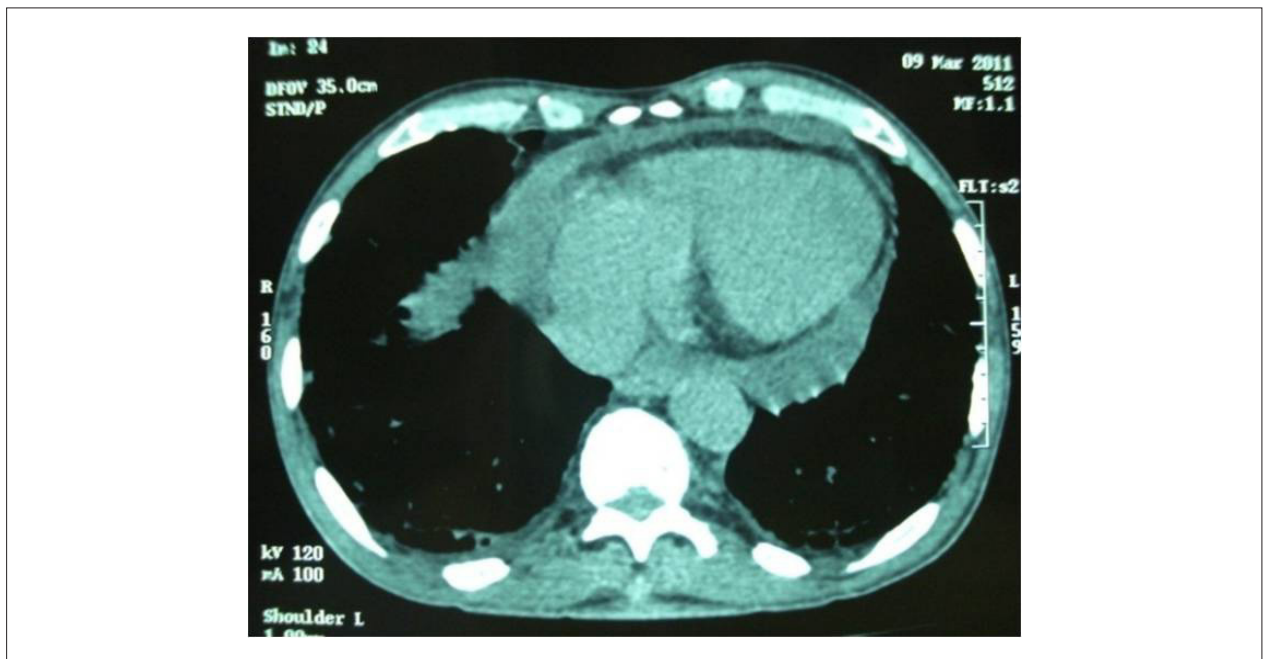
TC de tórax demonstrando espessamento pericárdico e pequena quantidade de líquido.
